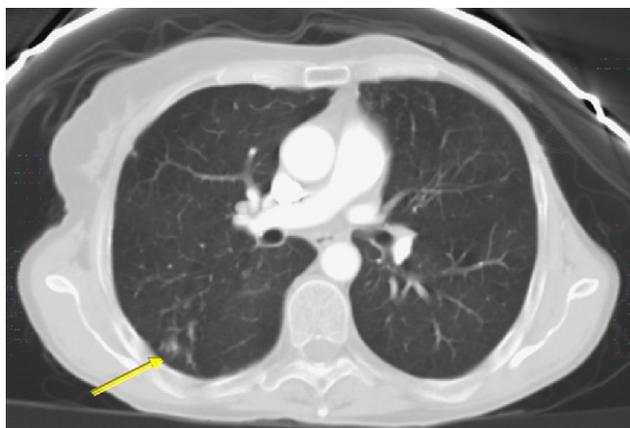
Tomografía computarizada de tórax que muestra infiltrado nodular (flecha) en pulmón derecho.
